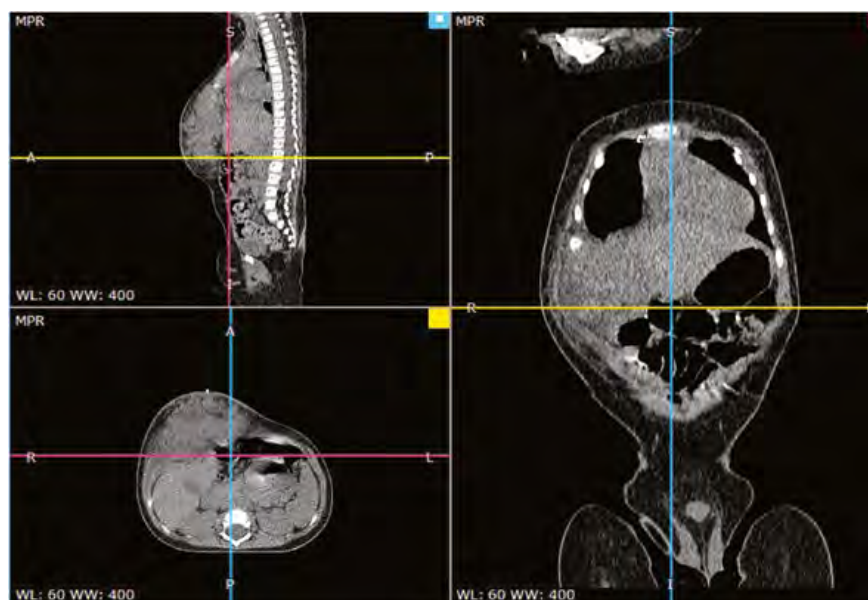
Компьютерная томография с контрастным усилением органов грудной клетки, брюшной полости пациента Ш. 9 месяцев в дебюте заболевания.
